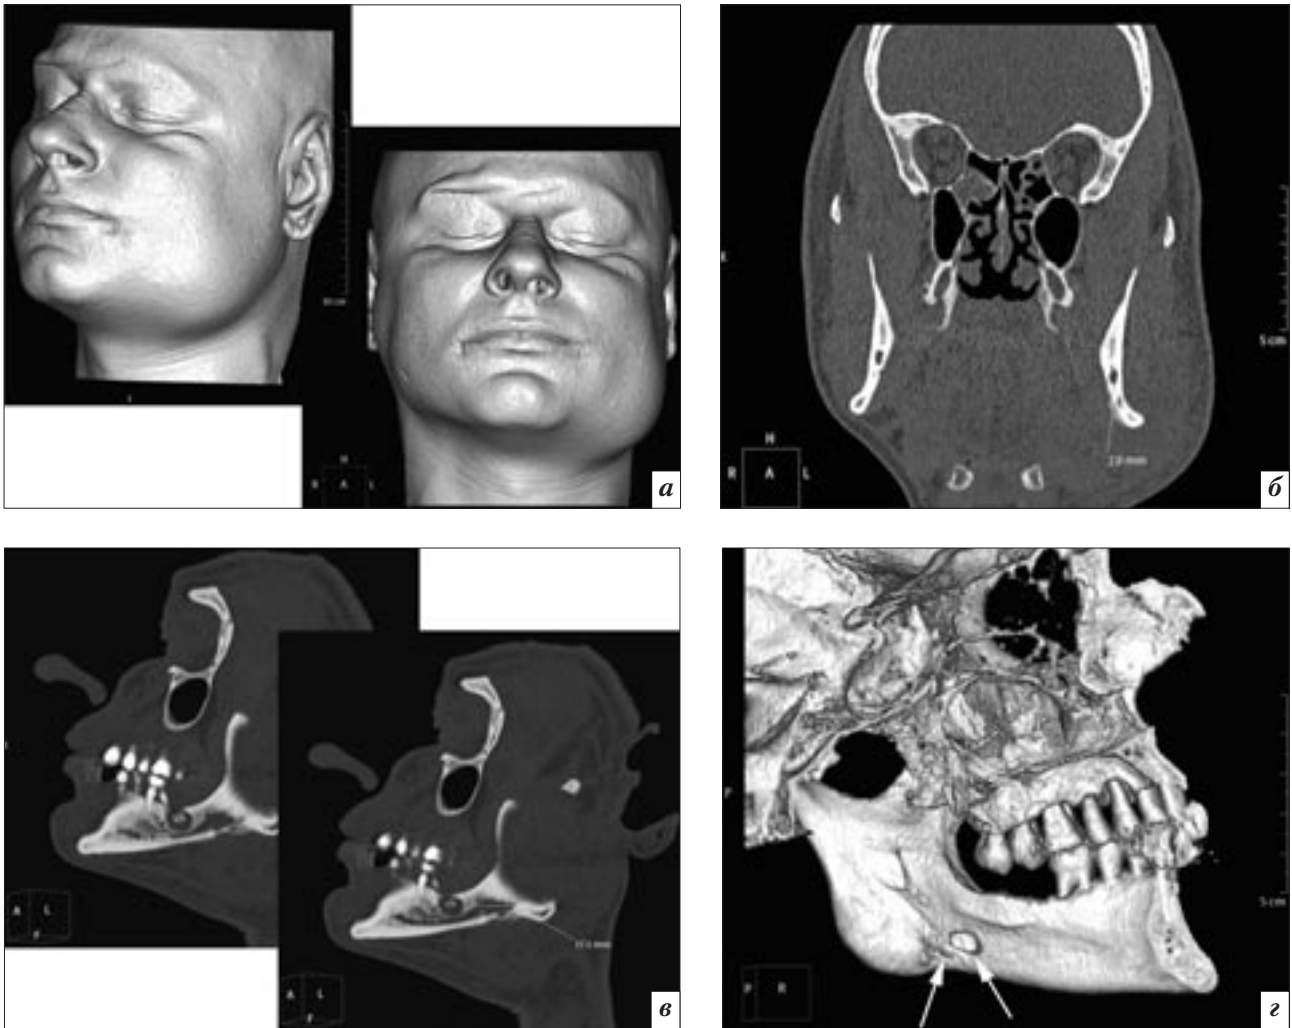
МСКТ того же пациента (объемные и мультипланарные реконструкции): *а* – инфилтративные изменения мягких тканей в области нижней челюсти слева; *б* – периостальные наслоения по оральной поверхности нижней челюсти; *в* – разрушение стенок нижнечелюстного канала; *г* – дефекты оральной кортикальной пластинки нижней челюсти (стрелки).
